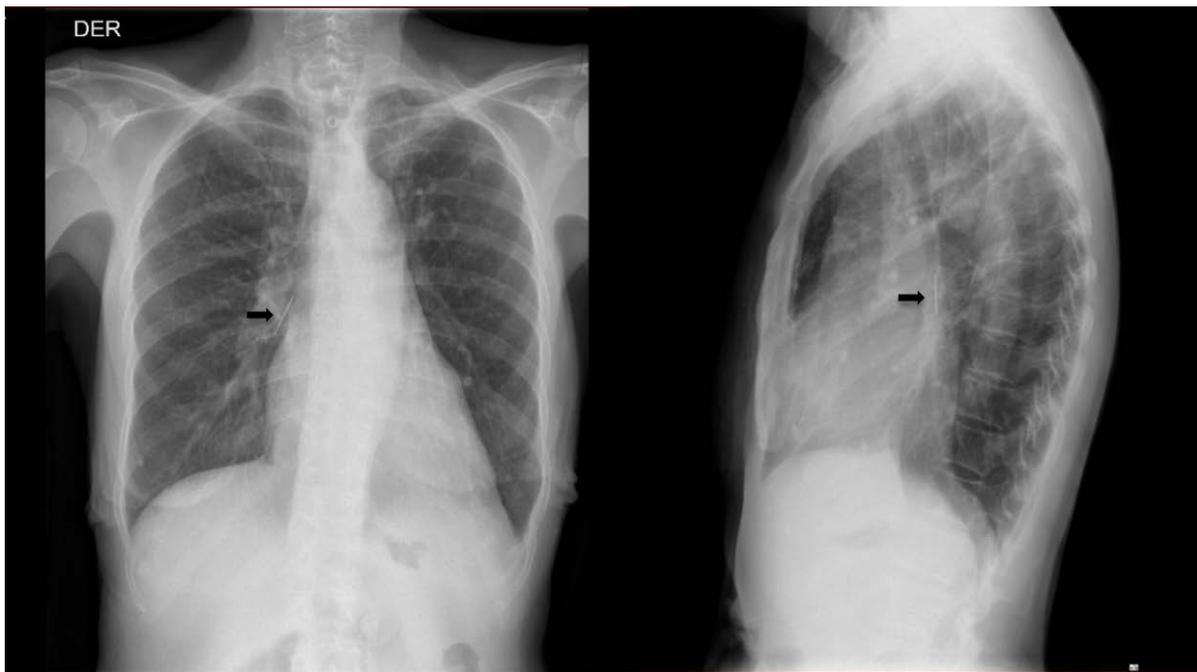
Radiografía de tórax PA y lateral. Se identifican dos cuerpos extraños radiopacos en la vía aérea, el primero redondeado de 7x7 mm en la tráquea proximal, que corresponde a cánula de traqueostomía y el segundo lineal, de 26x2 mm en el bronquio interlobar (flecha negra).
